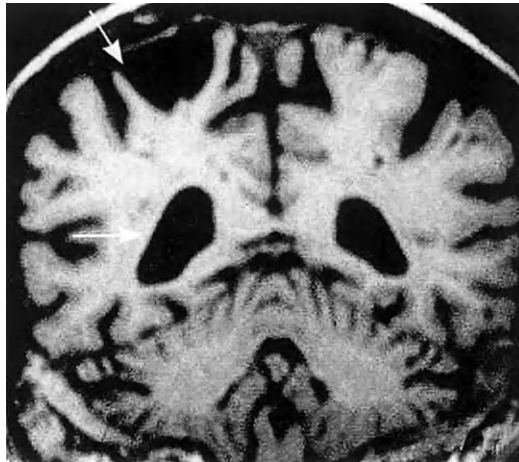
IRM encéphalique, avec séquence T1 coupe coronale : atrophie pariétale droite avec élargissement du ventricule (*flèches*).
